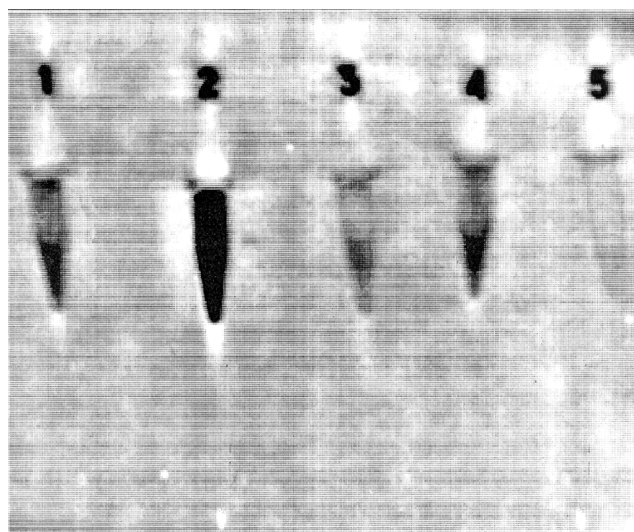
Рентгенограмма контрастных агентов *in vitro*:
